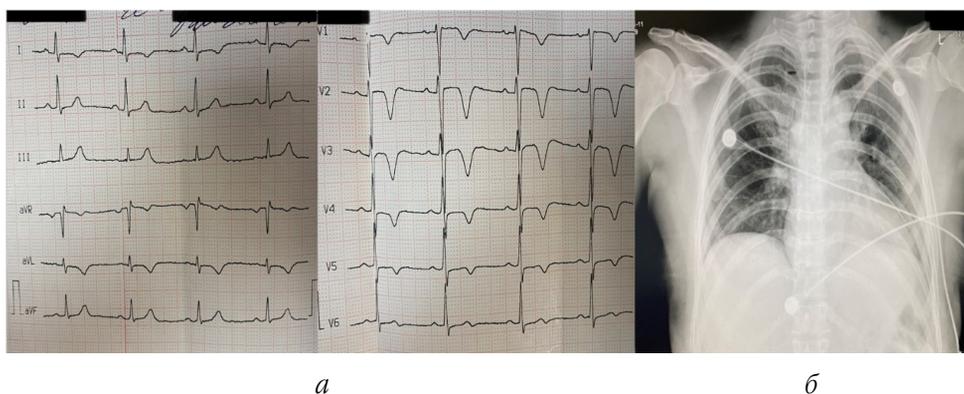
Электрокардиограмма (а) и рентгенограмма (б) пациентки Д. Синусовый ритм. Отрицательные «коронарные» зубцы Т в I, AVL, V1–V5. Картина нетрансмурального переднего инфаркта миокарда (без зубца Q). На рентгенограмме расширение сердечной тени в поперечнике
